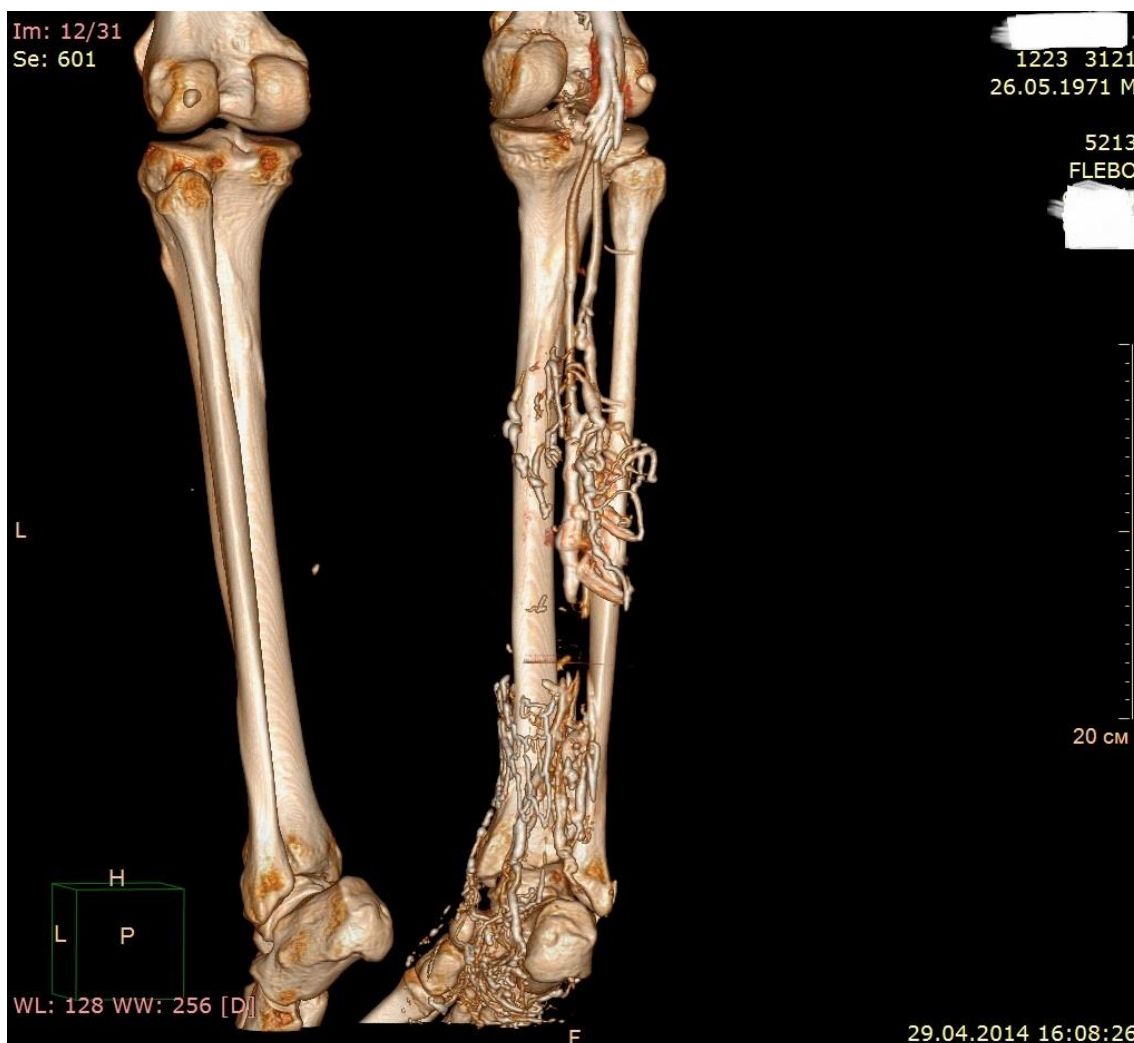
МСКТ-флебография нижних конечностей. По данным исследования определяется несостоятельность перфорант голени, несостоятельность сафено-поплитеального соустья.
